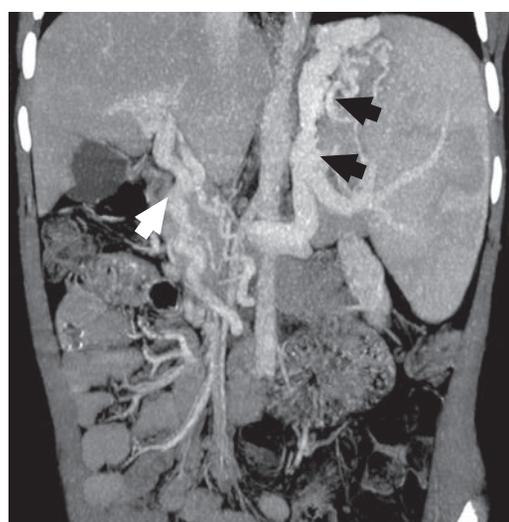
Мультиспиральная компьютерная томография с ангиографией брюшного отдела аорты, портальная фаза контрастирования. Белой стрелкой указана кавернозная трансформация воротной вены; черными стрелками — широкие забрюшинные коллатерали
